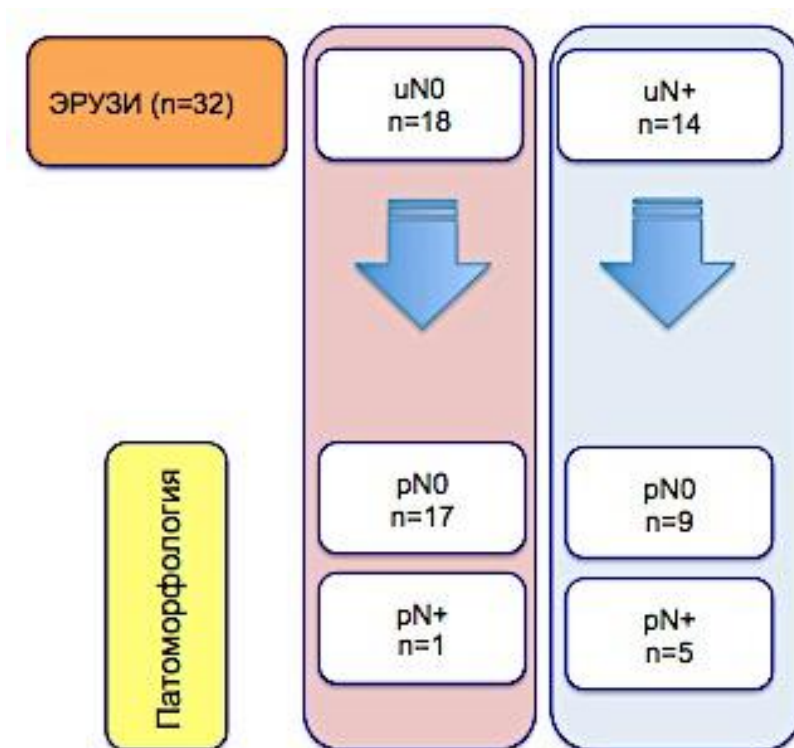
Сопоставление данных ЭРУЗИ и результатов патоморфологического исследования операционных препаратов после стандартных резекций в определении стадии N (n=32).
